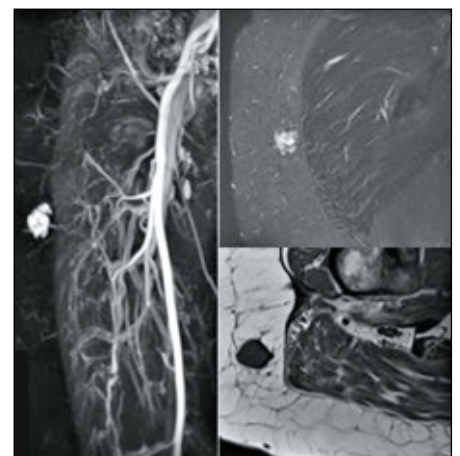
Darstellung eines mesenchymalen Mischtumors im Fettgewebe des Oberschenkels, der eine Onkogene Osteomalazie mit Überproduktion von FGF-23 und Phosphatverlust-Syndrom verursacht (Patientenbetreuung in enger Kooperation zwischen Lehrstuhl für Orthopädie und Orthopädische Klinik König-Ludwig-Haus, Institut für Röntgendiagnostik, Klinik für Nuklearmedizin und Institut für Pathologie (Lapa et al., JCEM 2013)).
